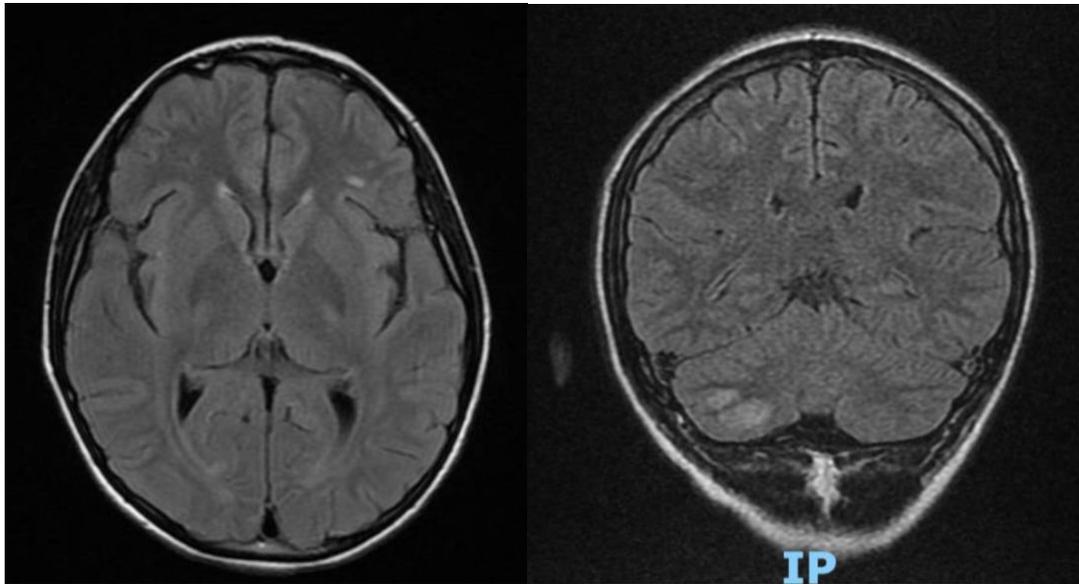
Imágenes hiperintensas en T2 FLAIR subcorticales en giro frontal inferior y giro medio ipsilateral. 3B Imagen hiperintensa en T2 FLAIR en hemisferio cerebeloso derecho, con mayor compromiso en la sustancia gris.
